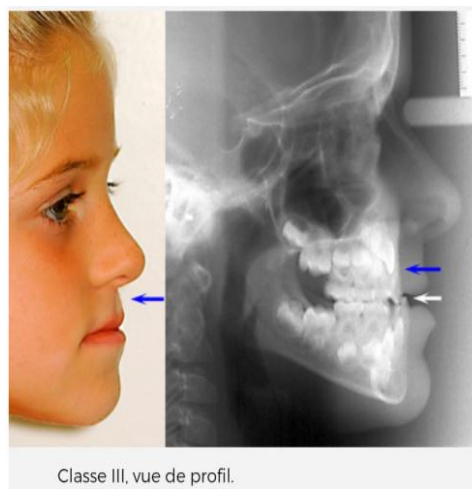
le profil et la téléradiographie de profil après 32 semaines de traitement.
